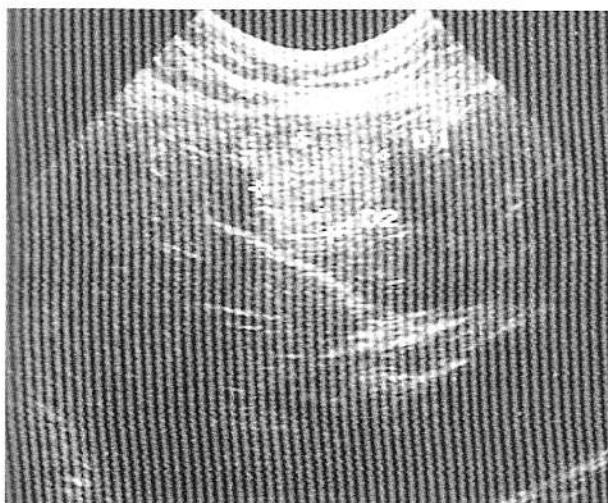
Ecografie abdominală: hemangiom segment V (4x3.9x3.5cm). Abdominal ultrasound: hemangioma segment V (4x3.9x3.5cm).
